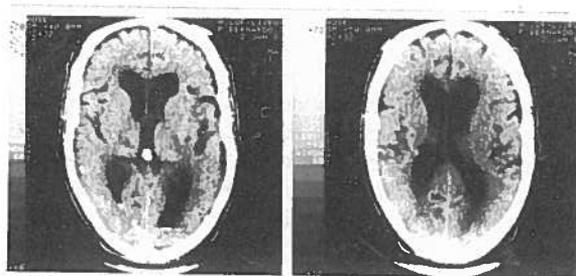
Caso 3. Tomografia axial computadorizada. Corte hemisférico revelando dilatação ventricular moderada.
